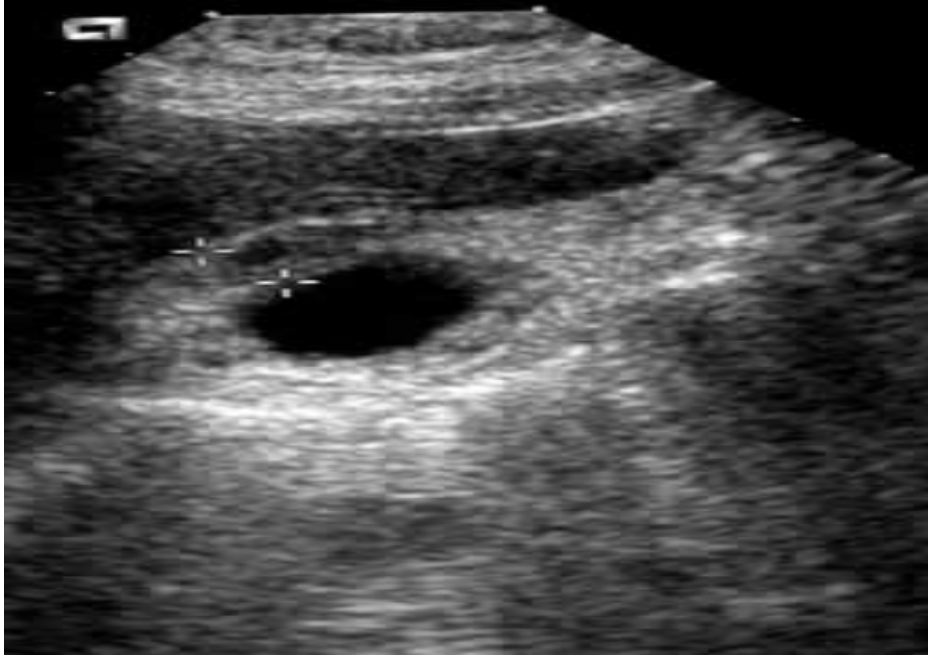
Image échographique de la CA : une inflammation de la vésicule biliaire et l'épaisseur de la paroi > 1cm. (Entre les 2 flèches). [8]
